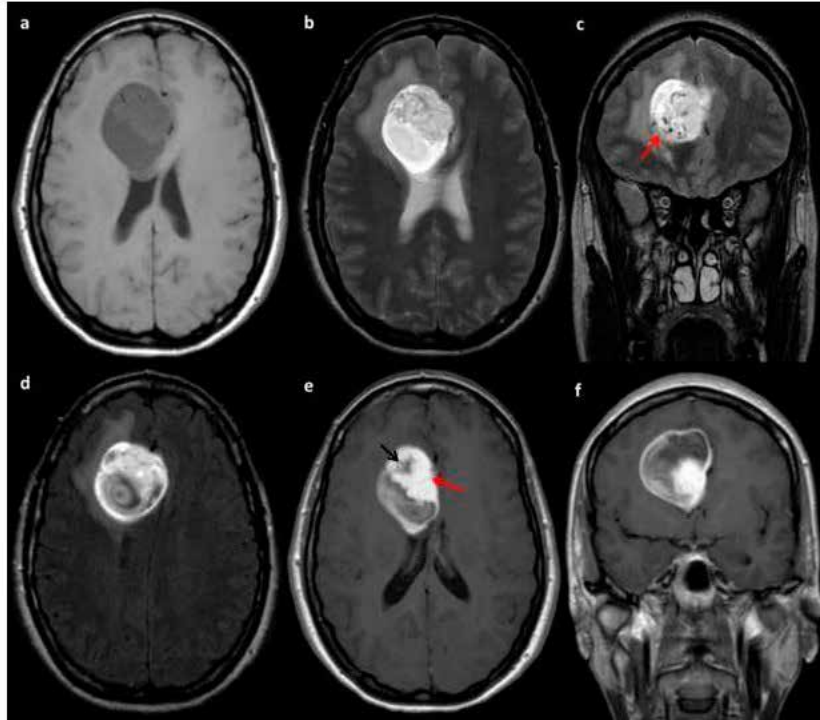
RM craneal. a). Imagen axial potenciada en T1 muestra que la lesión tiene un comportamiento hipointenso. b y c). La imagen axial y coronal potenciada en T2 muestra un comportamiento heterogéneo, con una porción quística y una porción sólida, con vascularización en su porción anterior (flecha). d) Imagen axial en secuencia FLAIR muestra hiperintensidad moderada del tumor, con áreas en su interior de alta intensidad (flecha) que corresponden a zonas de necrosis. Las imágenes en secuencias T1 tras la administración de gadolinio en el plano axial (e) y coronal (f) muestran que la lesión presenta un marcado realce de la porción sólida y de la periferia de la porción quística (flecha roja), así como áreas de necrosis sin realce (flecha negra).
